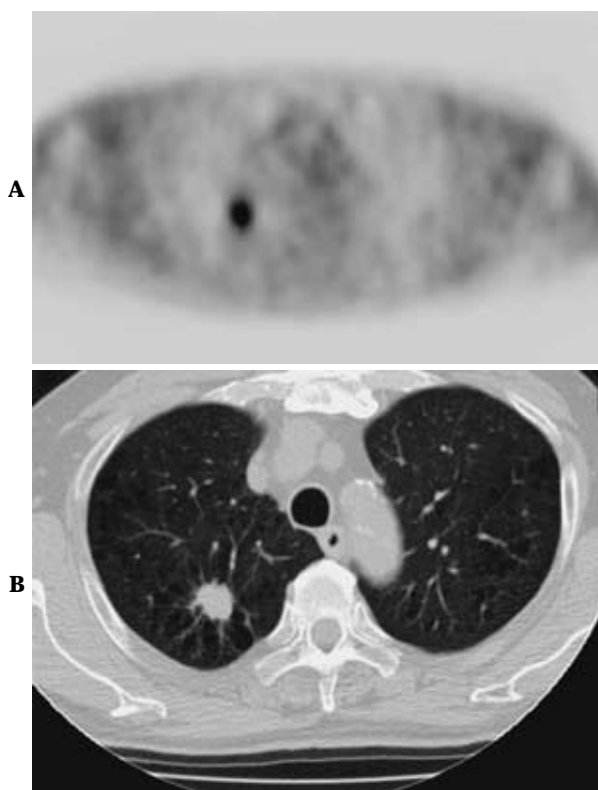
Images of the detected lung cancer. A. FDG-PET shows focal uptake in the upper lobe of right lung (S¹). B. CT shows a solid type nodule (the same lesion).
